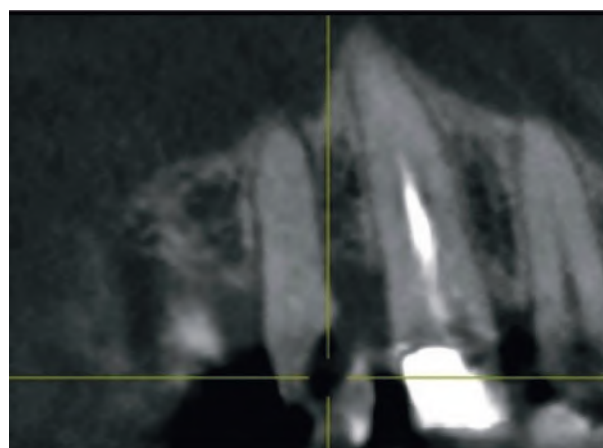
Результати комп'ютерної томографії в ділянці 14 на етапі діагностики.
